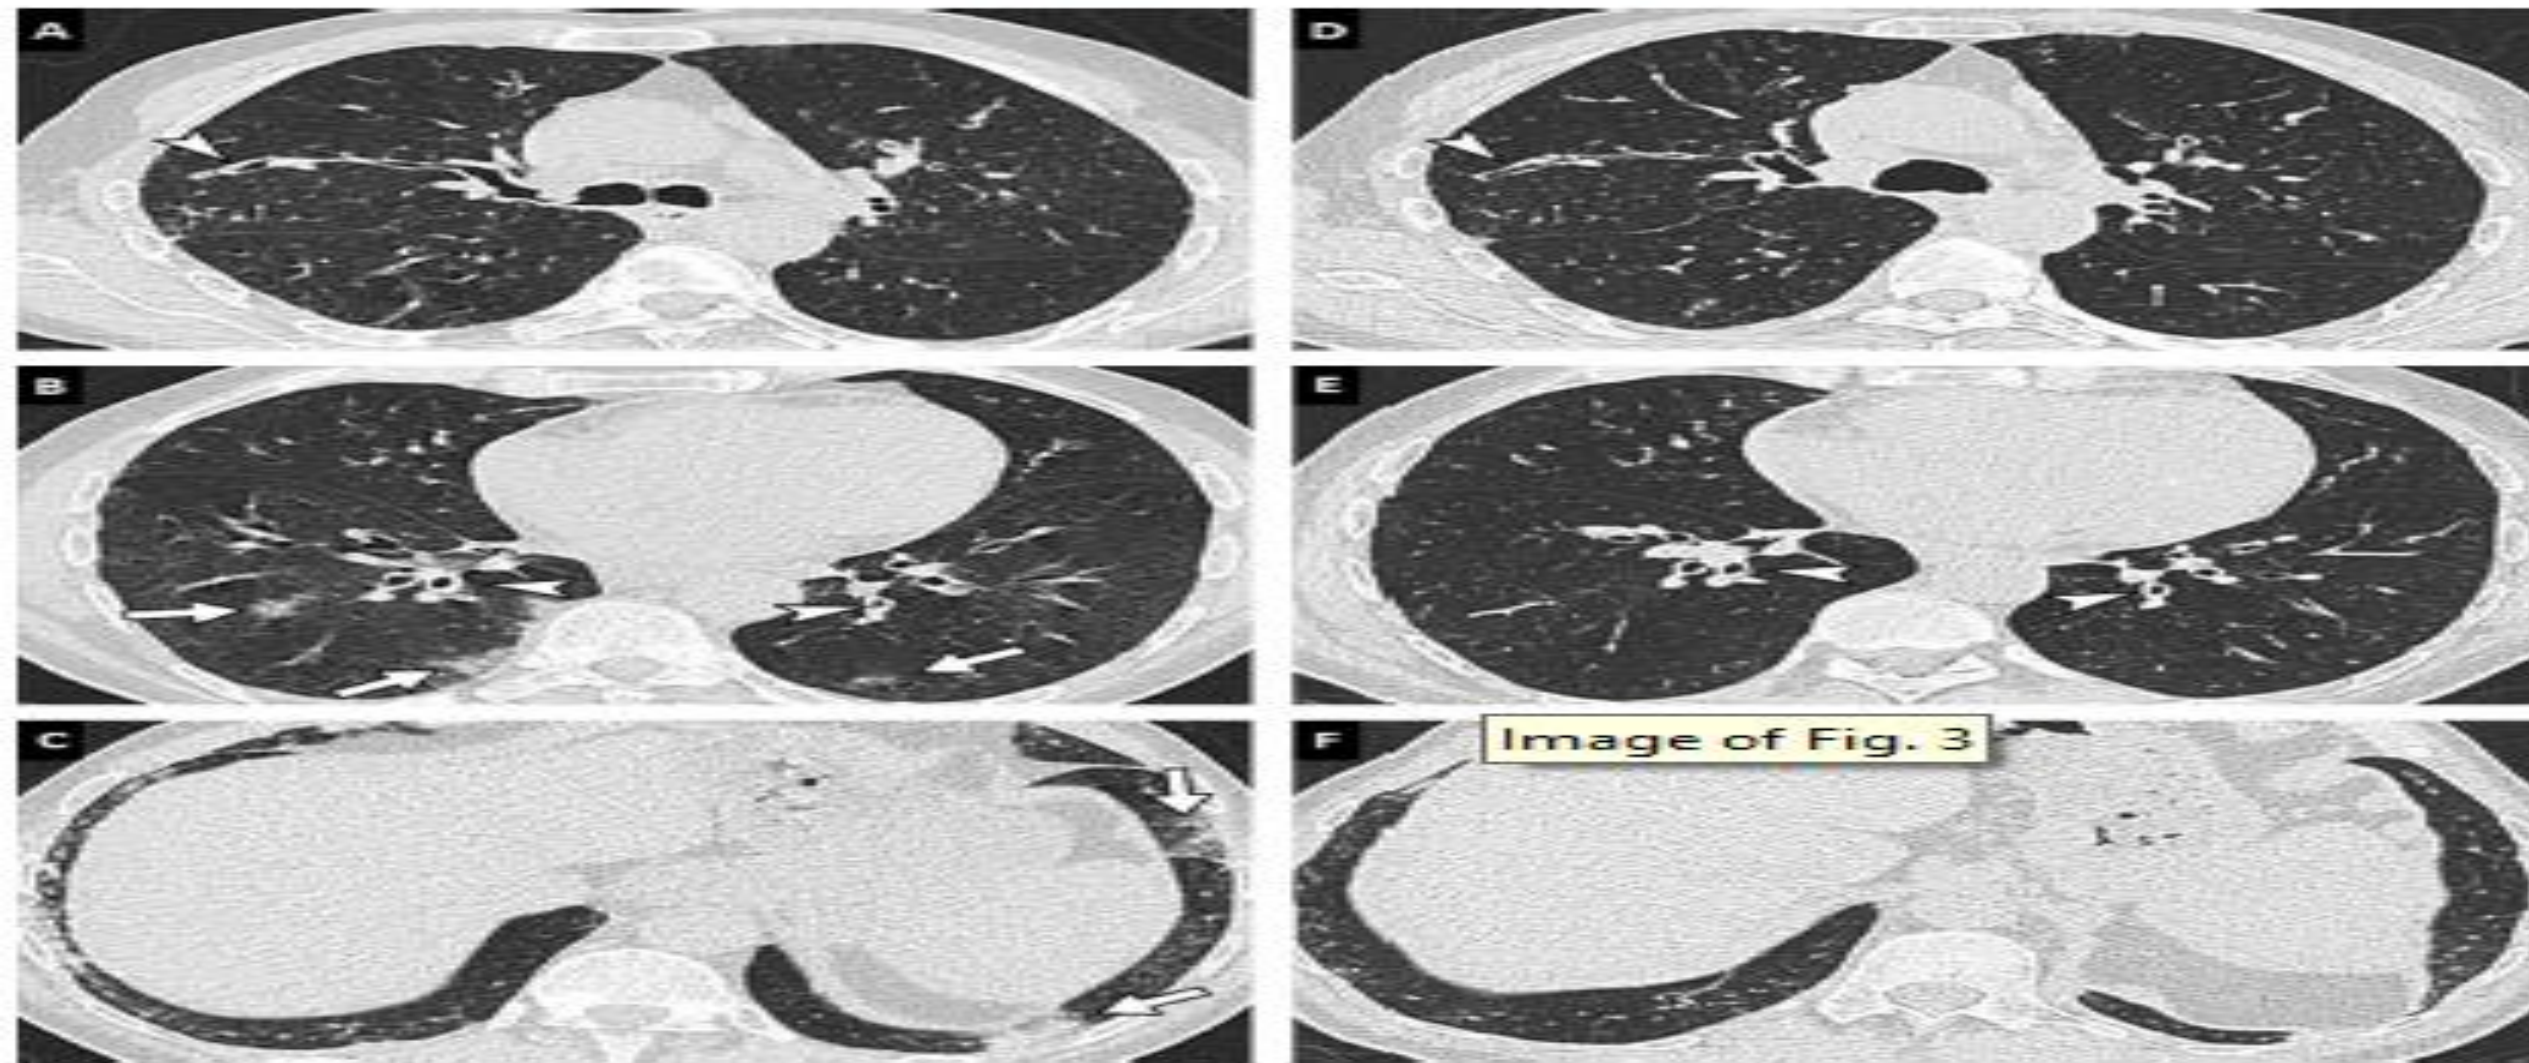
75-year-old man with history of chronic bronchiolitis recently diagnosed with COVID-19 pneumonia. (A, B, C) Chest CT images in the axial plane show multifocal, patchy, ground-glass opacities (arrows) as well as diffuse thickening of bronchial walls (arrowheads). (D, E, F) The diagnosis of COVID-19 pneumonia was facilitated by the comparison with chest CT images obtained 2 months earlier that already showed bronchitis and bronchiolitis (arrowheads) but no lung opacities.
